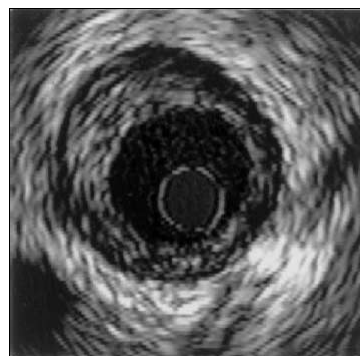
Изображение УЗИ поперечного среза кровеносного сосуда, пораженного атеросклерозом
